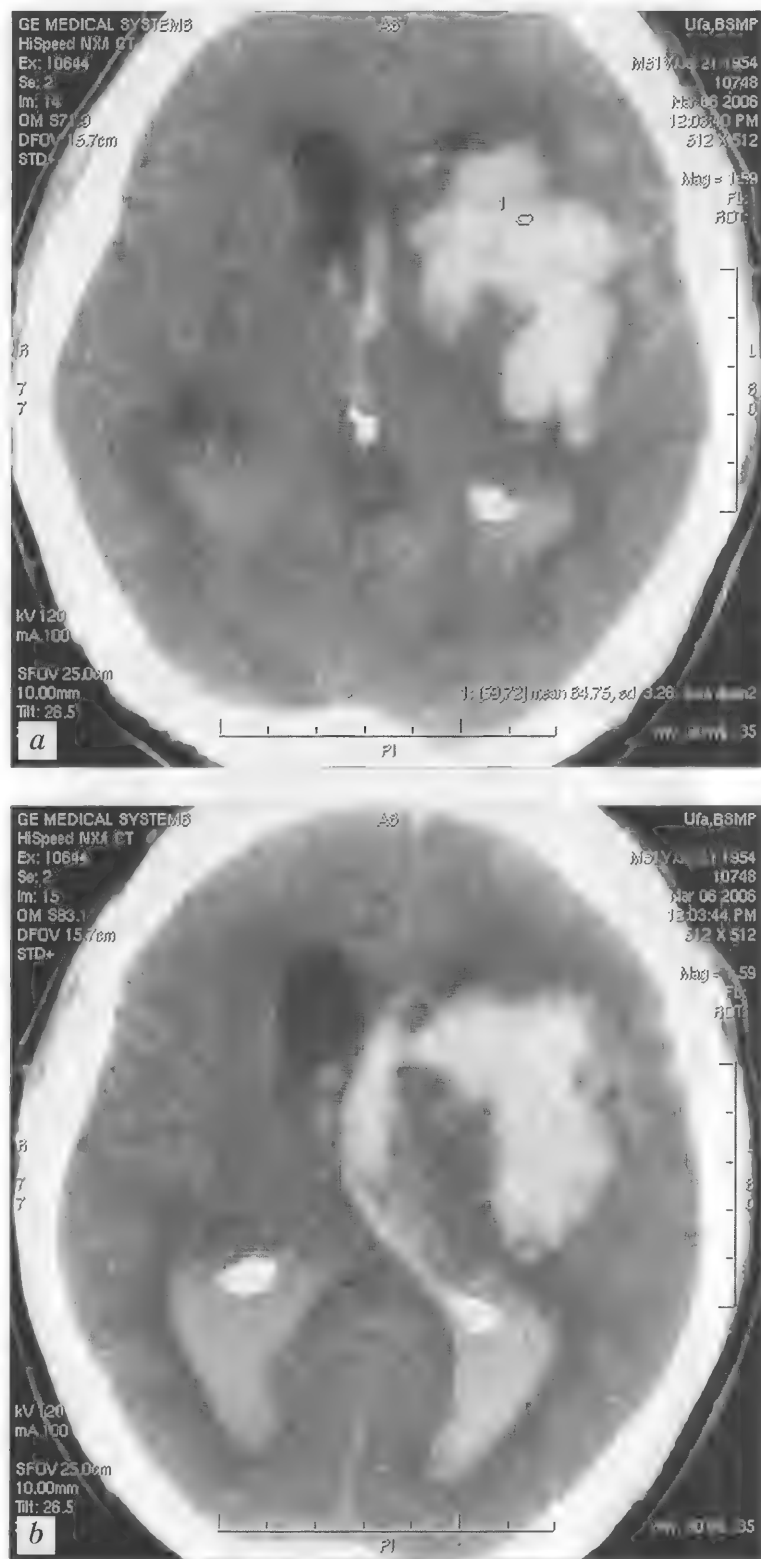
Больной Ш., 51 год. Гипертензивное паренхиматозно-вентрикулярно-субарахноидальное кровоизлияние с формированием внутримозговой гематомы в левом полушарии. Тампонада желудочков мозга. Диффузный отек мозга. КТ — а, б
